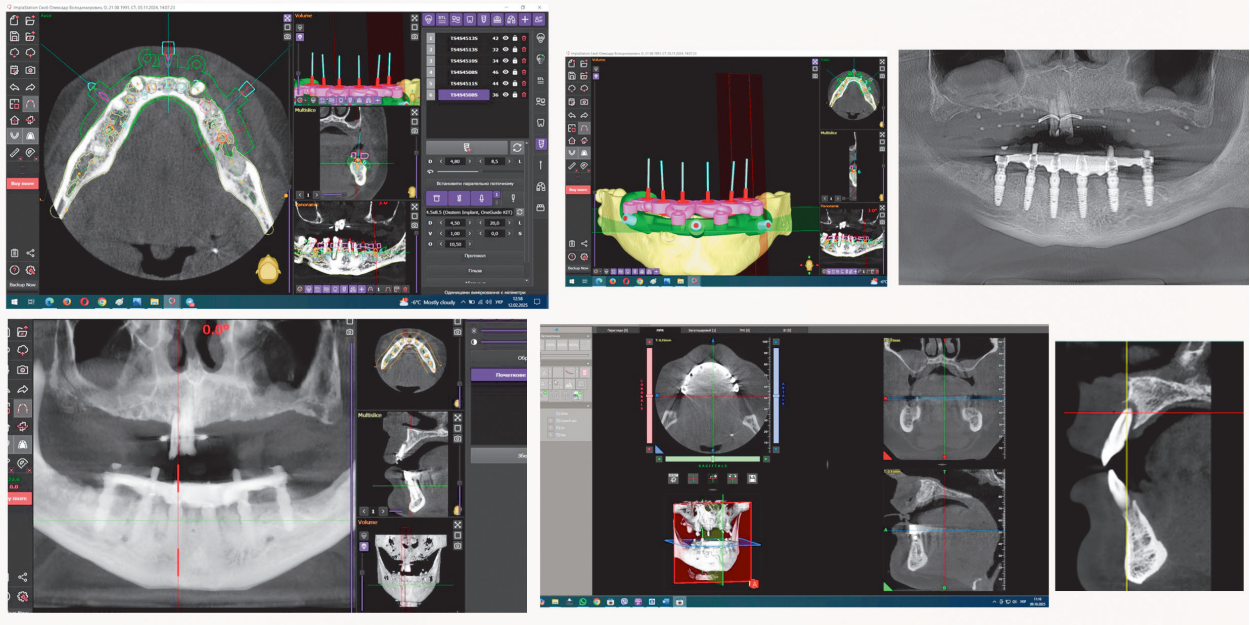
Віртуальне планування дентальної імплантації та позиціонування абатментів на основі даних комп'ютерної томографії
